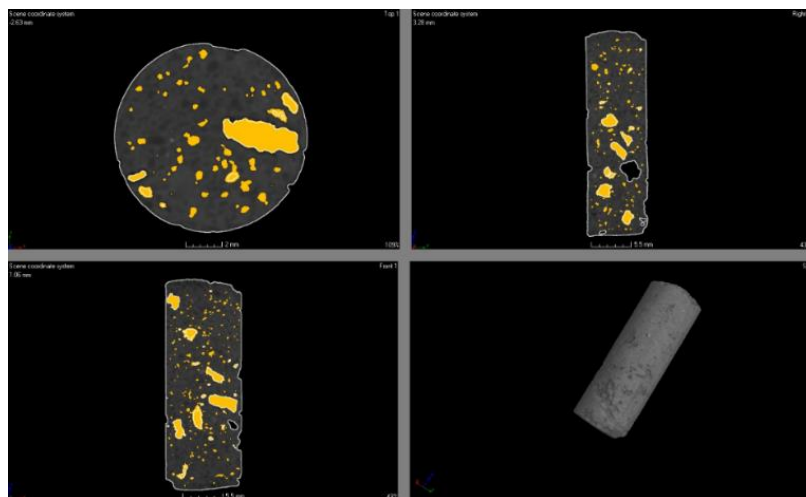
Microtomografía de la mezcla BAC.PE.
